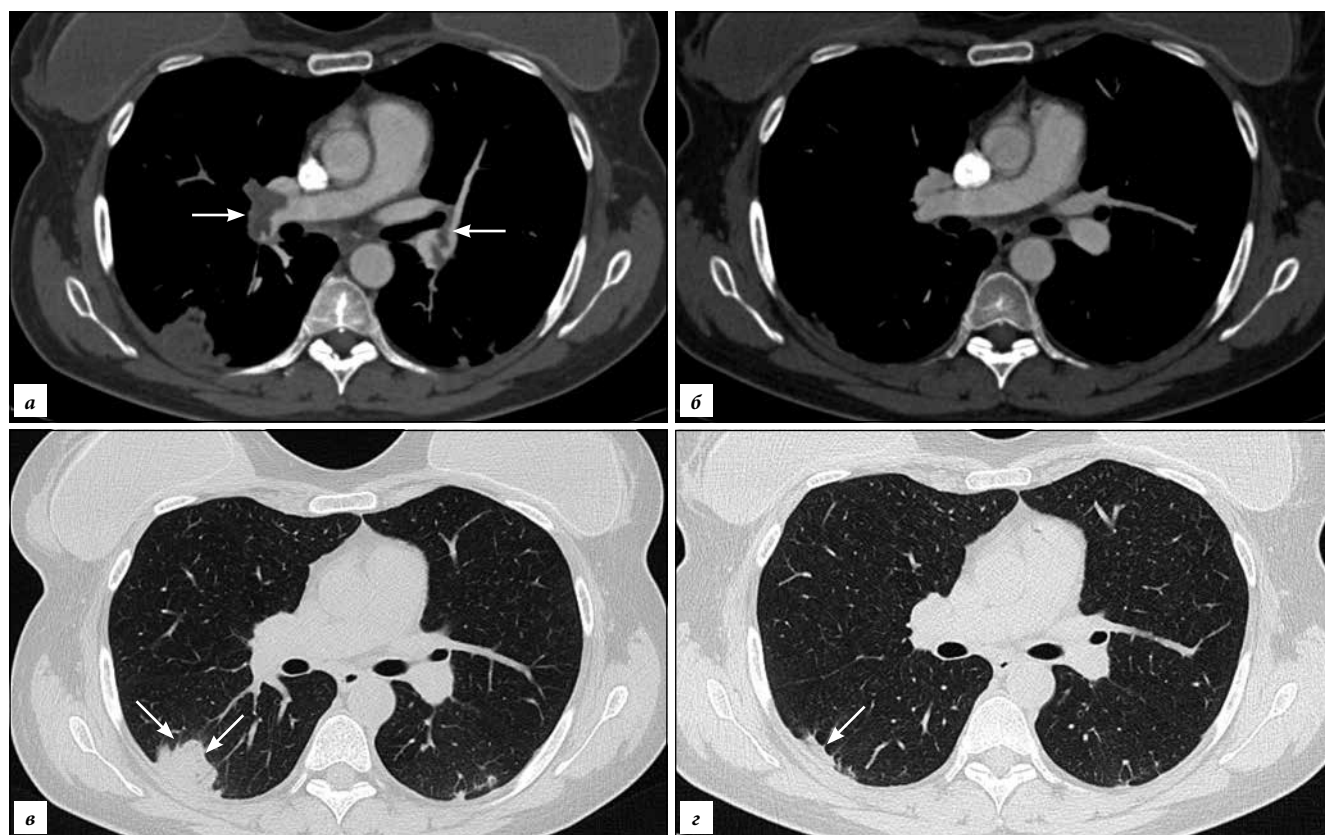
Мужчина 41 лет, МСКТ- ангиопульмонография в динамике:
